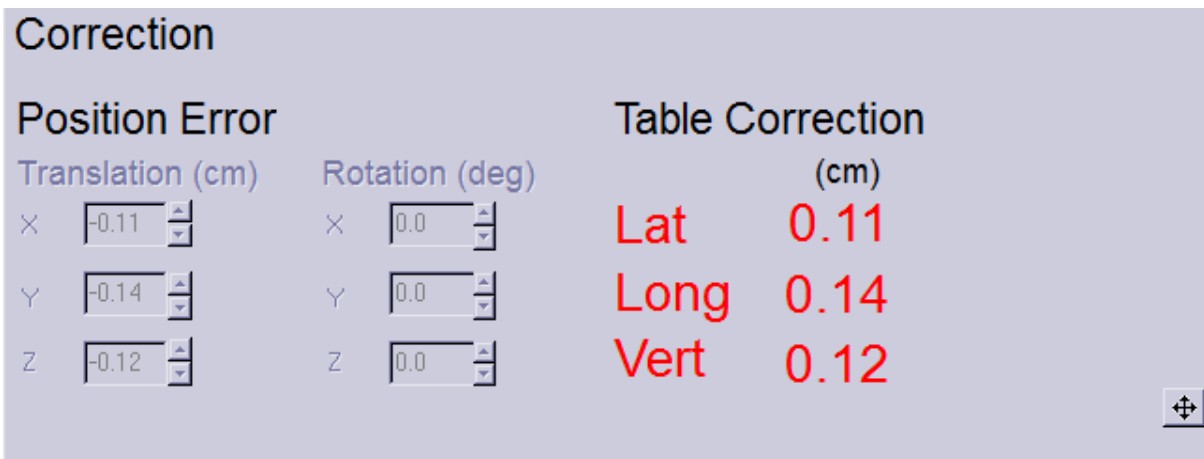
Schermata correzioni software TC Cone Beam.
